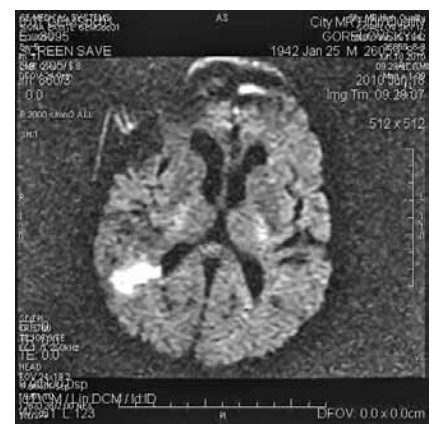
МРТ, диффузионно-взвешенные изображения (ДВИ) пациента с нарушением мозгового кровообращения по ишемическому типу в бассейне совместного кровоснабжения правых средне- и задне-мозговых артерий (острый период). На границе правой затылочной и височной областей определяется зона отёка, захватывающая как белое, так и серое вещество, с отсутствием компрессии заднего рога правого бокового желудочка.
